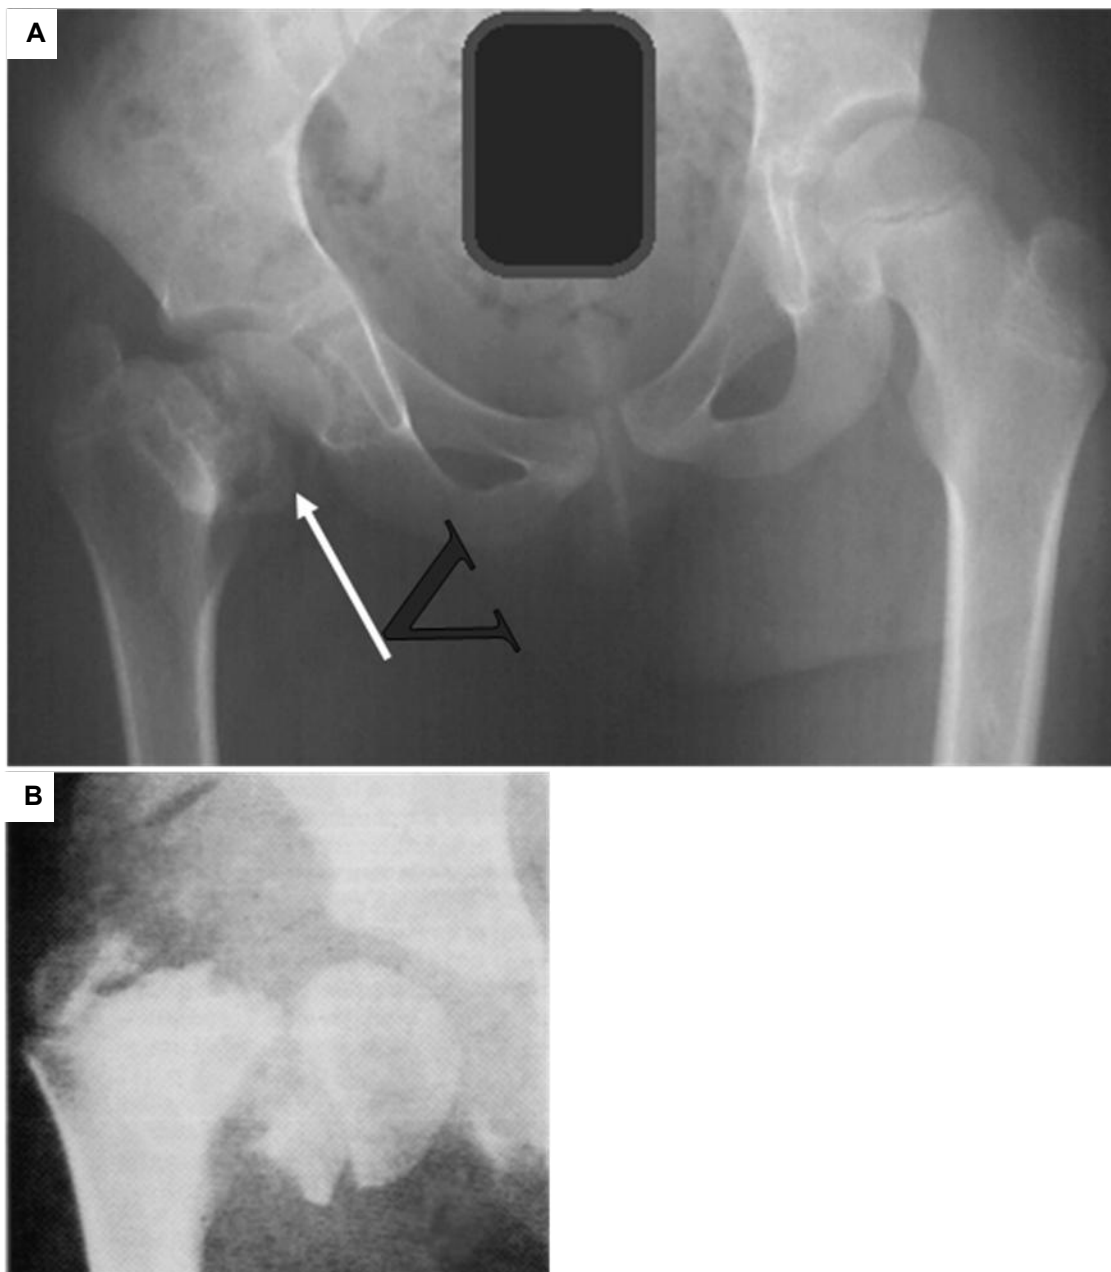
52. A Radiografía de la pelvis, coxa vara derecha con signo de la V positivo. B. Coxa vara congénita extrema con desplazamiento de la epífisis y un fragmento óseo triangular.
